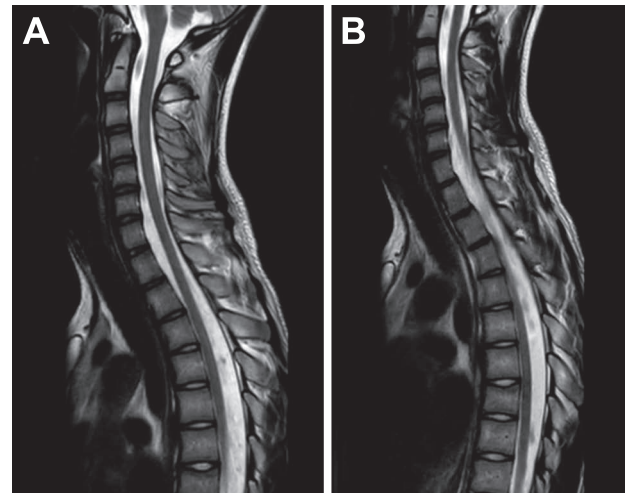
Spinal MRI on day 33 of the illness.
